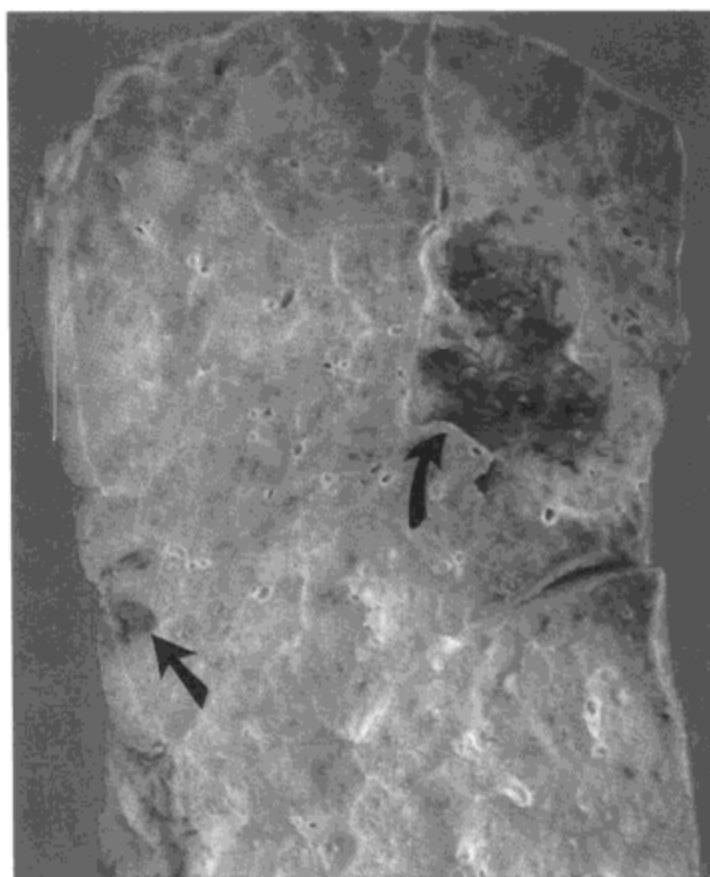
脓毒性肺栓塞。右肺矢状切面示多发外形不规则淡黄色实变灶。还有一些出血灶。楔形病灶提示为肺梗死(直箭号); 另一病灶(弯箭号)空洞形成, 内覆肉芽组织。病人死亡前4周患金葡萄球菌性脓毒血症(菌源不清), 进展为脓毒性肺栓塞, X线胸片表现明显, 并接受了治疗。
